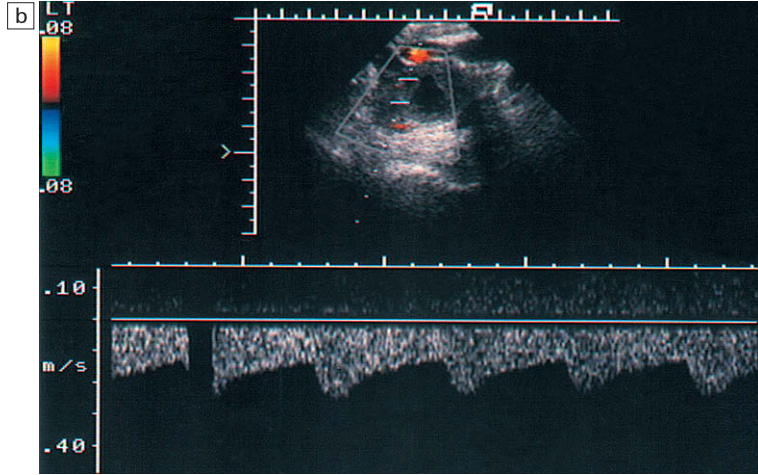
Espectros de Doppler del flujo sanguíneo normal en la arteria uterina en la fase folicular tardía.
